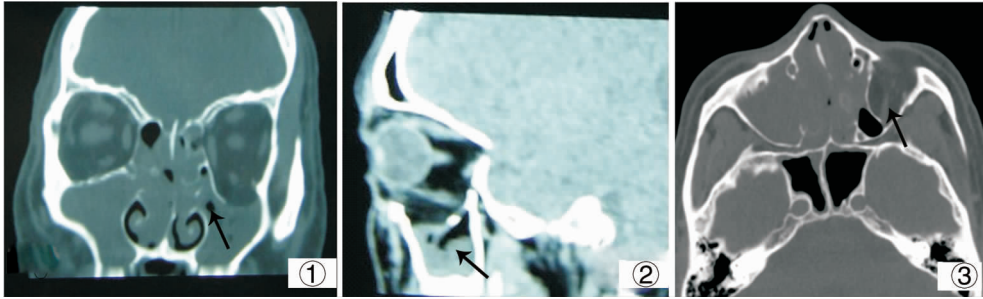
冠状位 CT 示上颌窦顶壁下陷突入上颌窦压迫上颌窦开口,使开口变小变形。图 2 矢状位 CT 示上颌窦顶壁下陷进入上颌窦腔,上颌窦腔顶壁与底壁间的距离明显缩短。图 3 水平位 CT 示上颌窦顶壁骨组织及眼眶组织明显下陷突入上颌窦腔。
